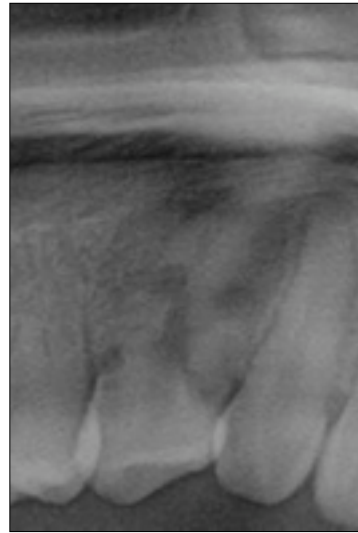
Post-operative radiographic images of an unsuccessful case of autotransplantation.
